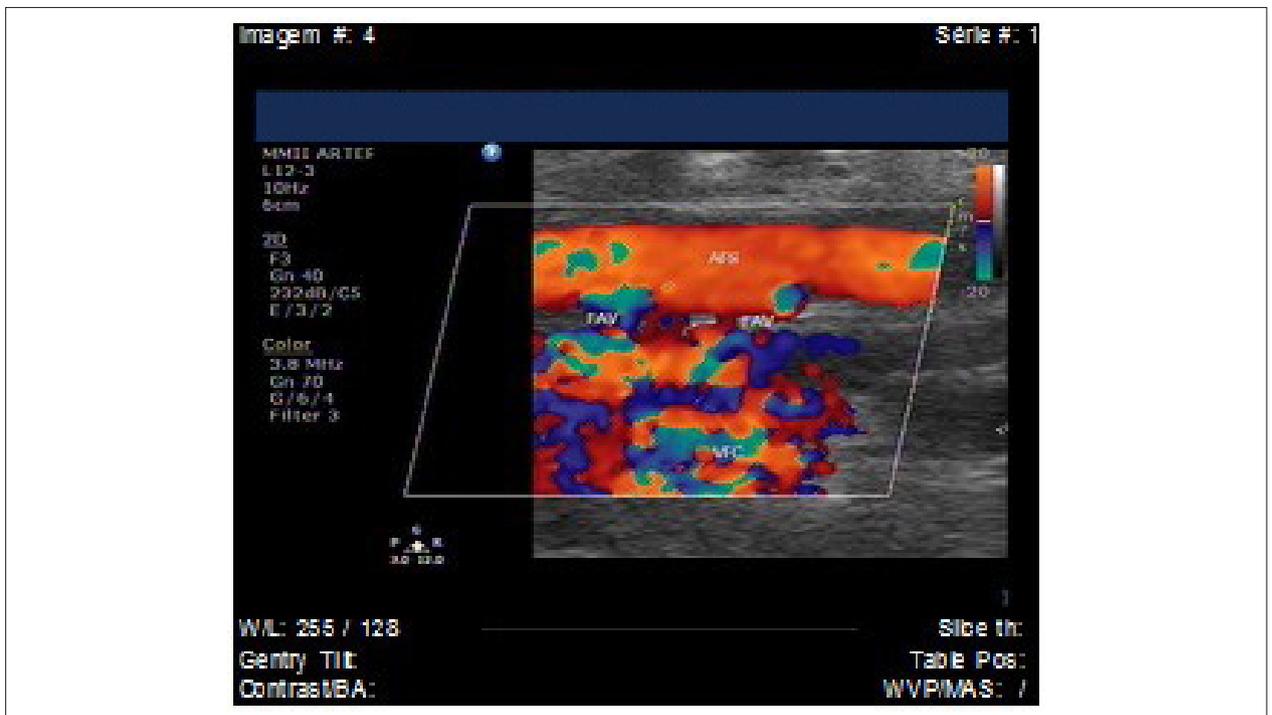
Doppler color en corte longitudinal evidenciando 2 fistulas arteriovenosas (FAV) entre arteria femoral superficial (AFS) y vena femoral superficial (VFS). VFC, vena femoral común.
